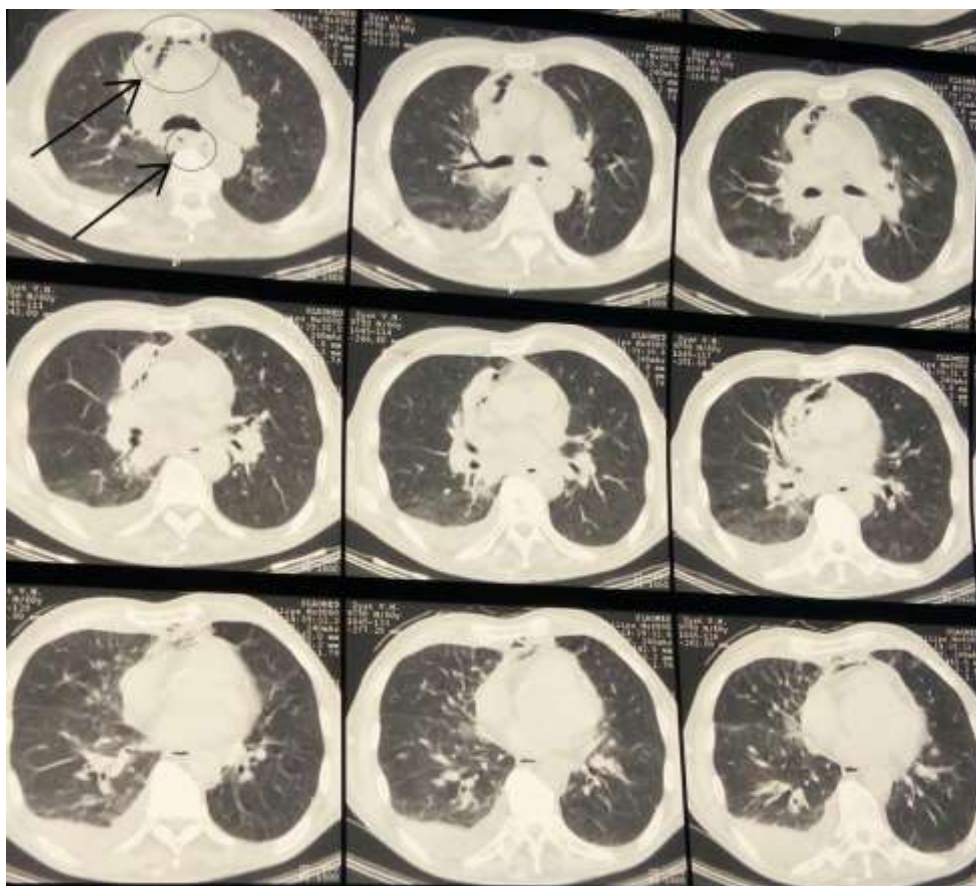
Спіральна комп'ютерна томографія. Розширення меж середостіння за рахунок інфільтрації клітковинних просторів, наявності рідинного компоненту та міхурців повітря.
